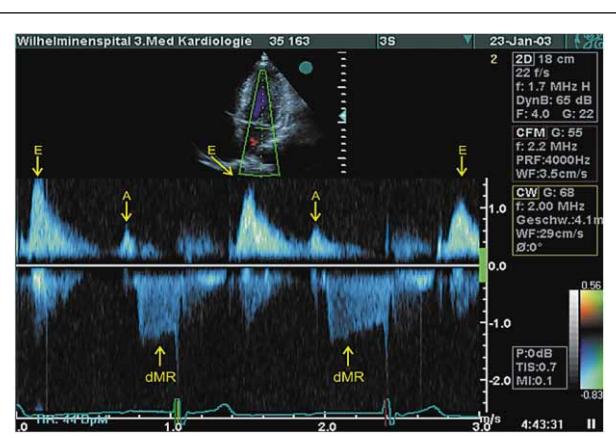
Transmitrale CW-Dopplerregistrierung; jeder LA-Kontraktion folgt eine diastolische Regurgitation, max. Gradient über 7 mmHg, allmähliche Geschwindigkeitsabnahme durch den druckausgleichenden Pulmonalveneneinstrom, abrupte Unterbrechung des dMR-Signals durch die einsetzende Systole (dMR = diastolische Mitralsuffizienz, E = frühdiastolische Füllung, A = A-Welle durch atriale Kontraktion)
